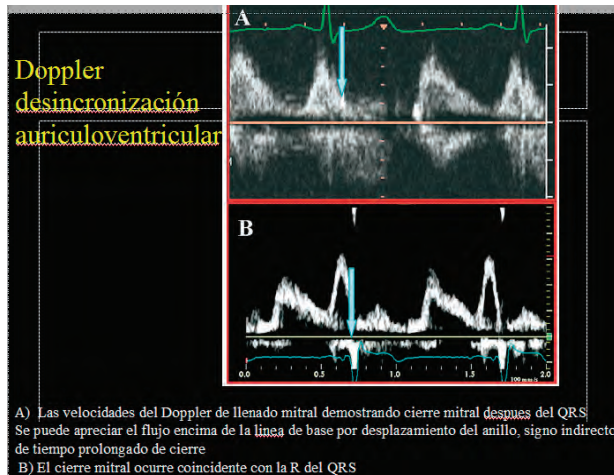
Doppler pulsado para evaluar el momento del cierre mitral que debe coincidir con la onda R del QRS (B)
